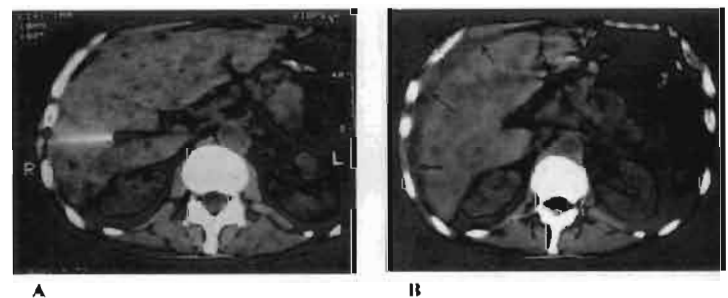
Ruptura y hemoperitoneo por punción percutánea. A- Tomografía computada: Punción hepática con aguja fina en un paciente con metástasis hepáticas colorrectales. B- Tomografía computada: Hemoperitoneo (flechas) posterior a la biopsia.
